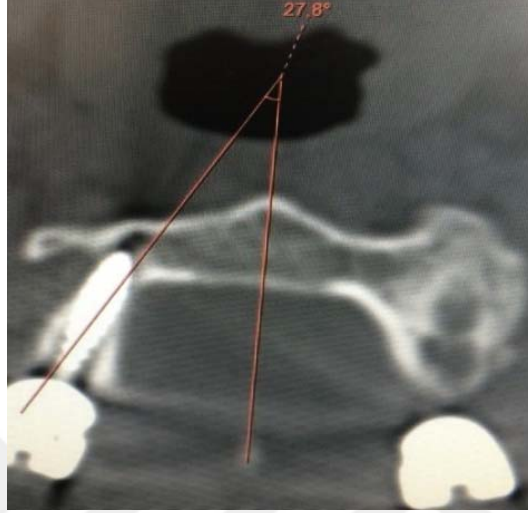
Sağ C2 PG (BT aksiyel kesit BT aksiyel kesit)
